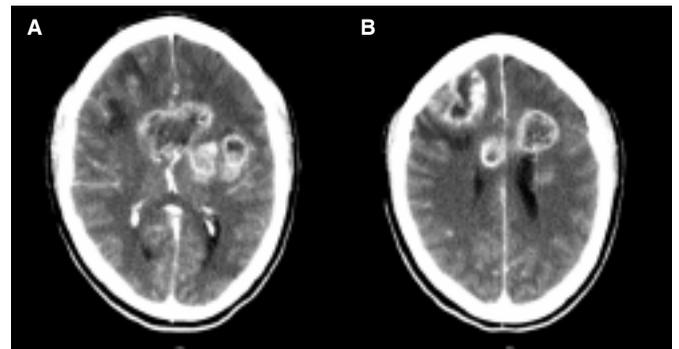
A y B. TC contrastada muestra las lesiones con captación heterogénea, en el cuerpo caloso, y ambos hemisferios, las lesiones refuerzan con el contraste de manera periférica y presentan un área central de necrosis.
